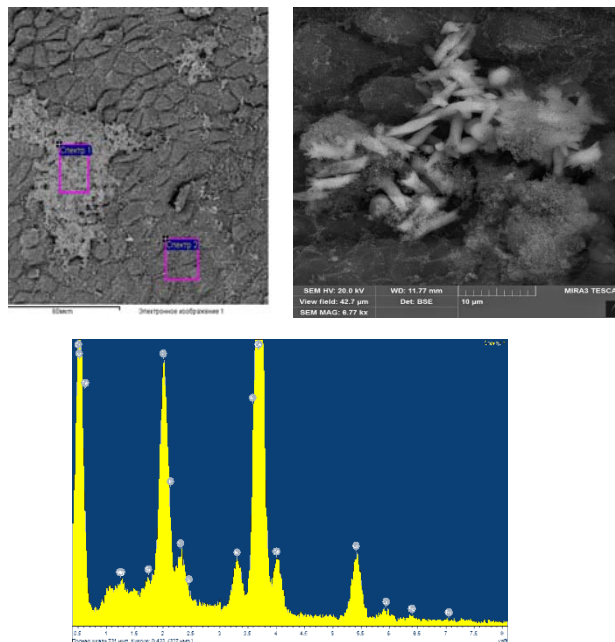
Конкрементина поверхні слизової оболонки загальної жовчної протоки, складовою частиною яких є кальцій, магній, фосфор та залізо (растрова електронна мікроскопія в комплексі з рентген-структурним мікроаналізом)
